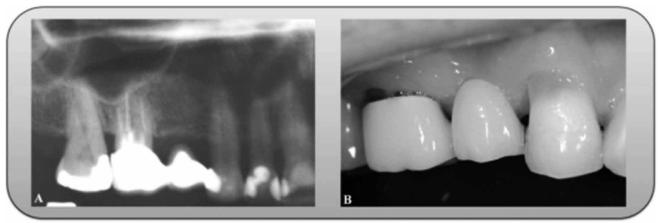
Radiografia periapical da região de 13, pôntico (15) e 16. É possível observar uma desadaptação na distal da coroa do elemento 16 (A). Imagem inicial dos elementos 13, 15 (pôntico) e 16, sendo possível observar a desadaptação da coroa instalada no elemento 16, lesão de abfração no elemento 13 (B)
